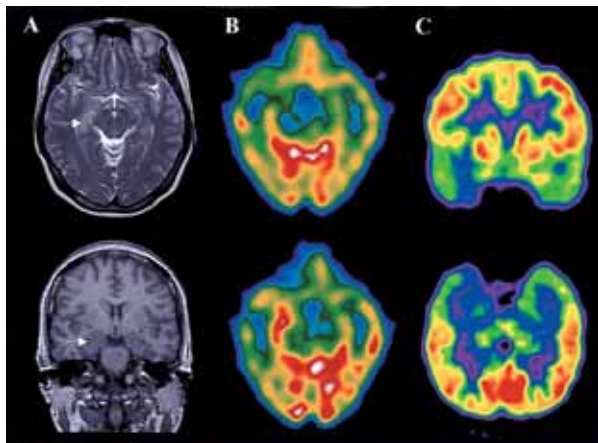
Findings of MRI, SPECT, and PET. (A) Brain MRI: T2 weighted image (upper) reveals a high signal intensity on the right amygdala and hippocampus. The lesion shows edema and mild mass effect in T1 weighted image (lower). (B) ^{99m}Tc-ECD-SPECT: Interictal image (upper) shows decreased blood perfusion for the right mesial temporal lobe. Ictal image (lower) reveals an increased blood perfusion on the same area. (C) Interictal ¹⁸F-FDG PET reveals asymmetric decrease of glucose metabolism in the right mesial temporal lobe, especially amygdala.
